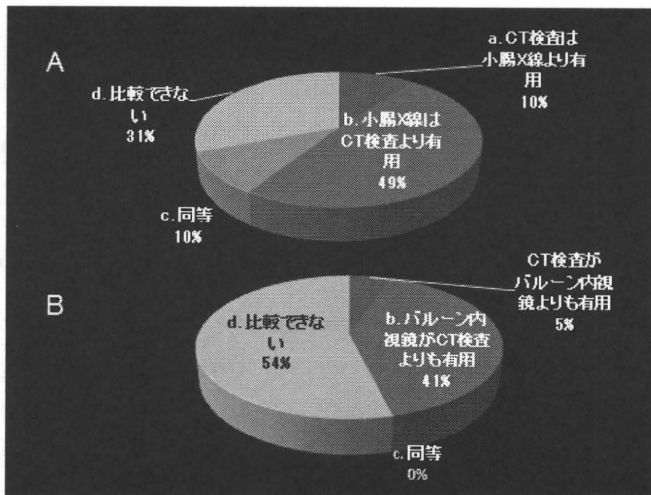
病変確認の有用性からみたCT検査と他検査との比較(回答は39施設)。A. CT検査と小腸X線検査との比較。B. CT検査とバルーン内視鏡検査との比較。
